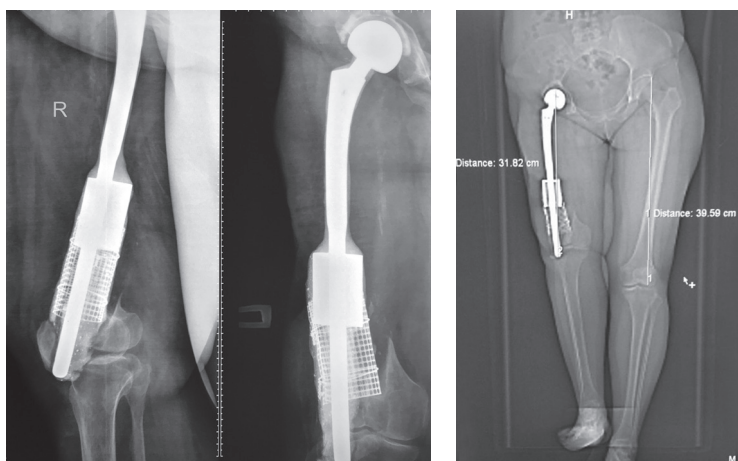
Рентгенограммы правой нижней конечности через 2,5 года после установки спейсера: миграция спейсера, перелом мыщелков бедренной кости
